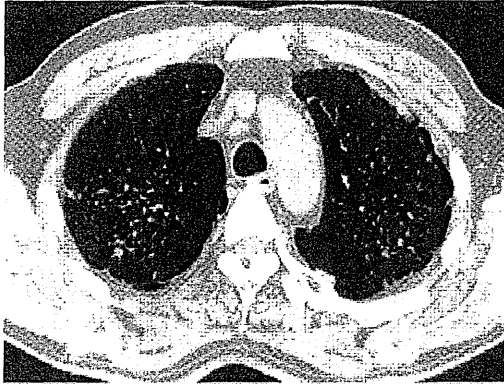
単純性珪肺症のCT画像—辺縁明瞭なびまん性小粒状影が認められる。
